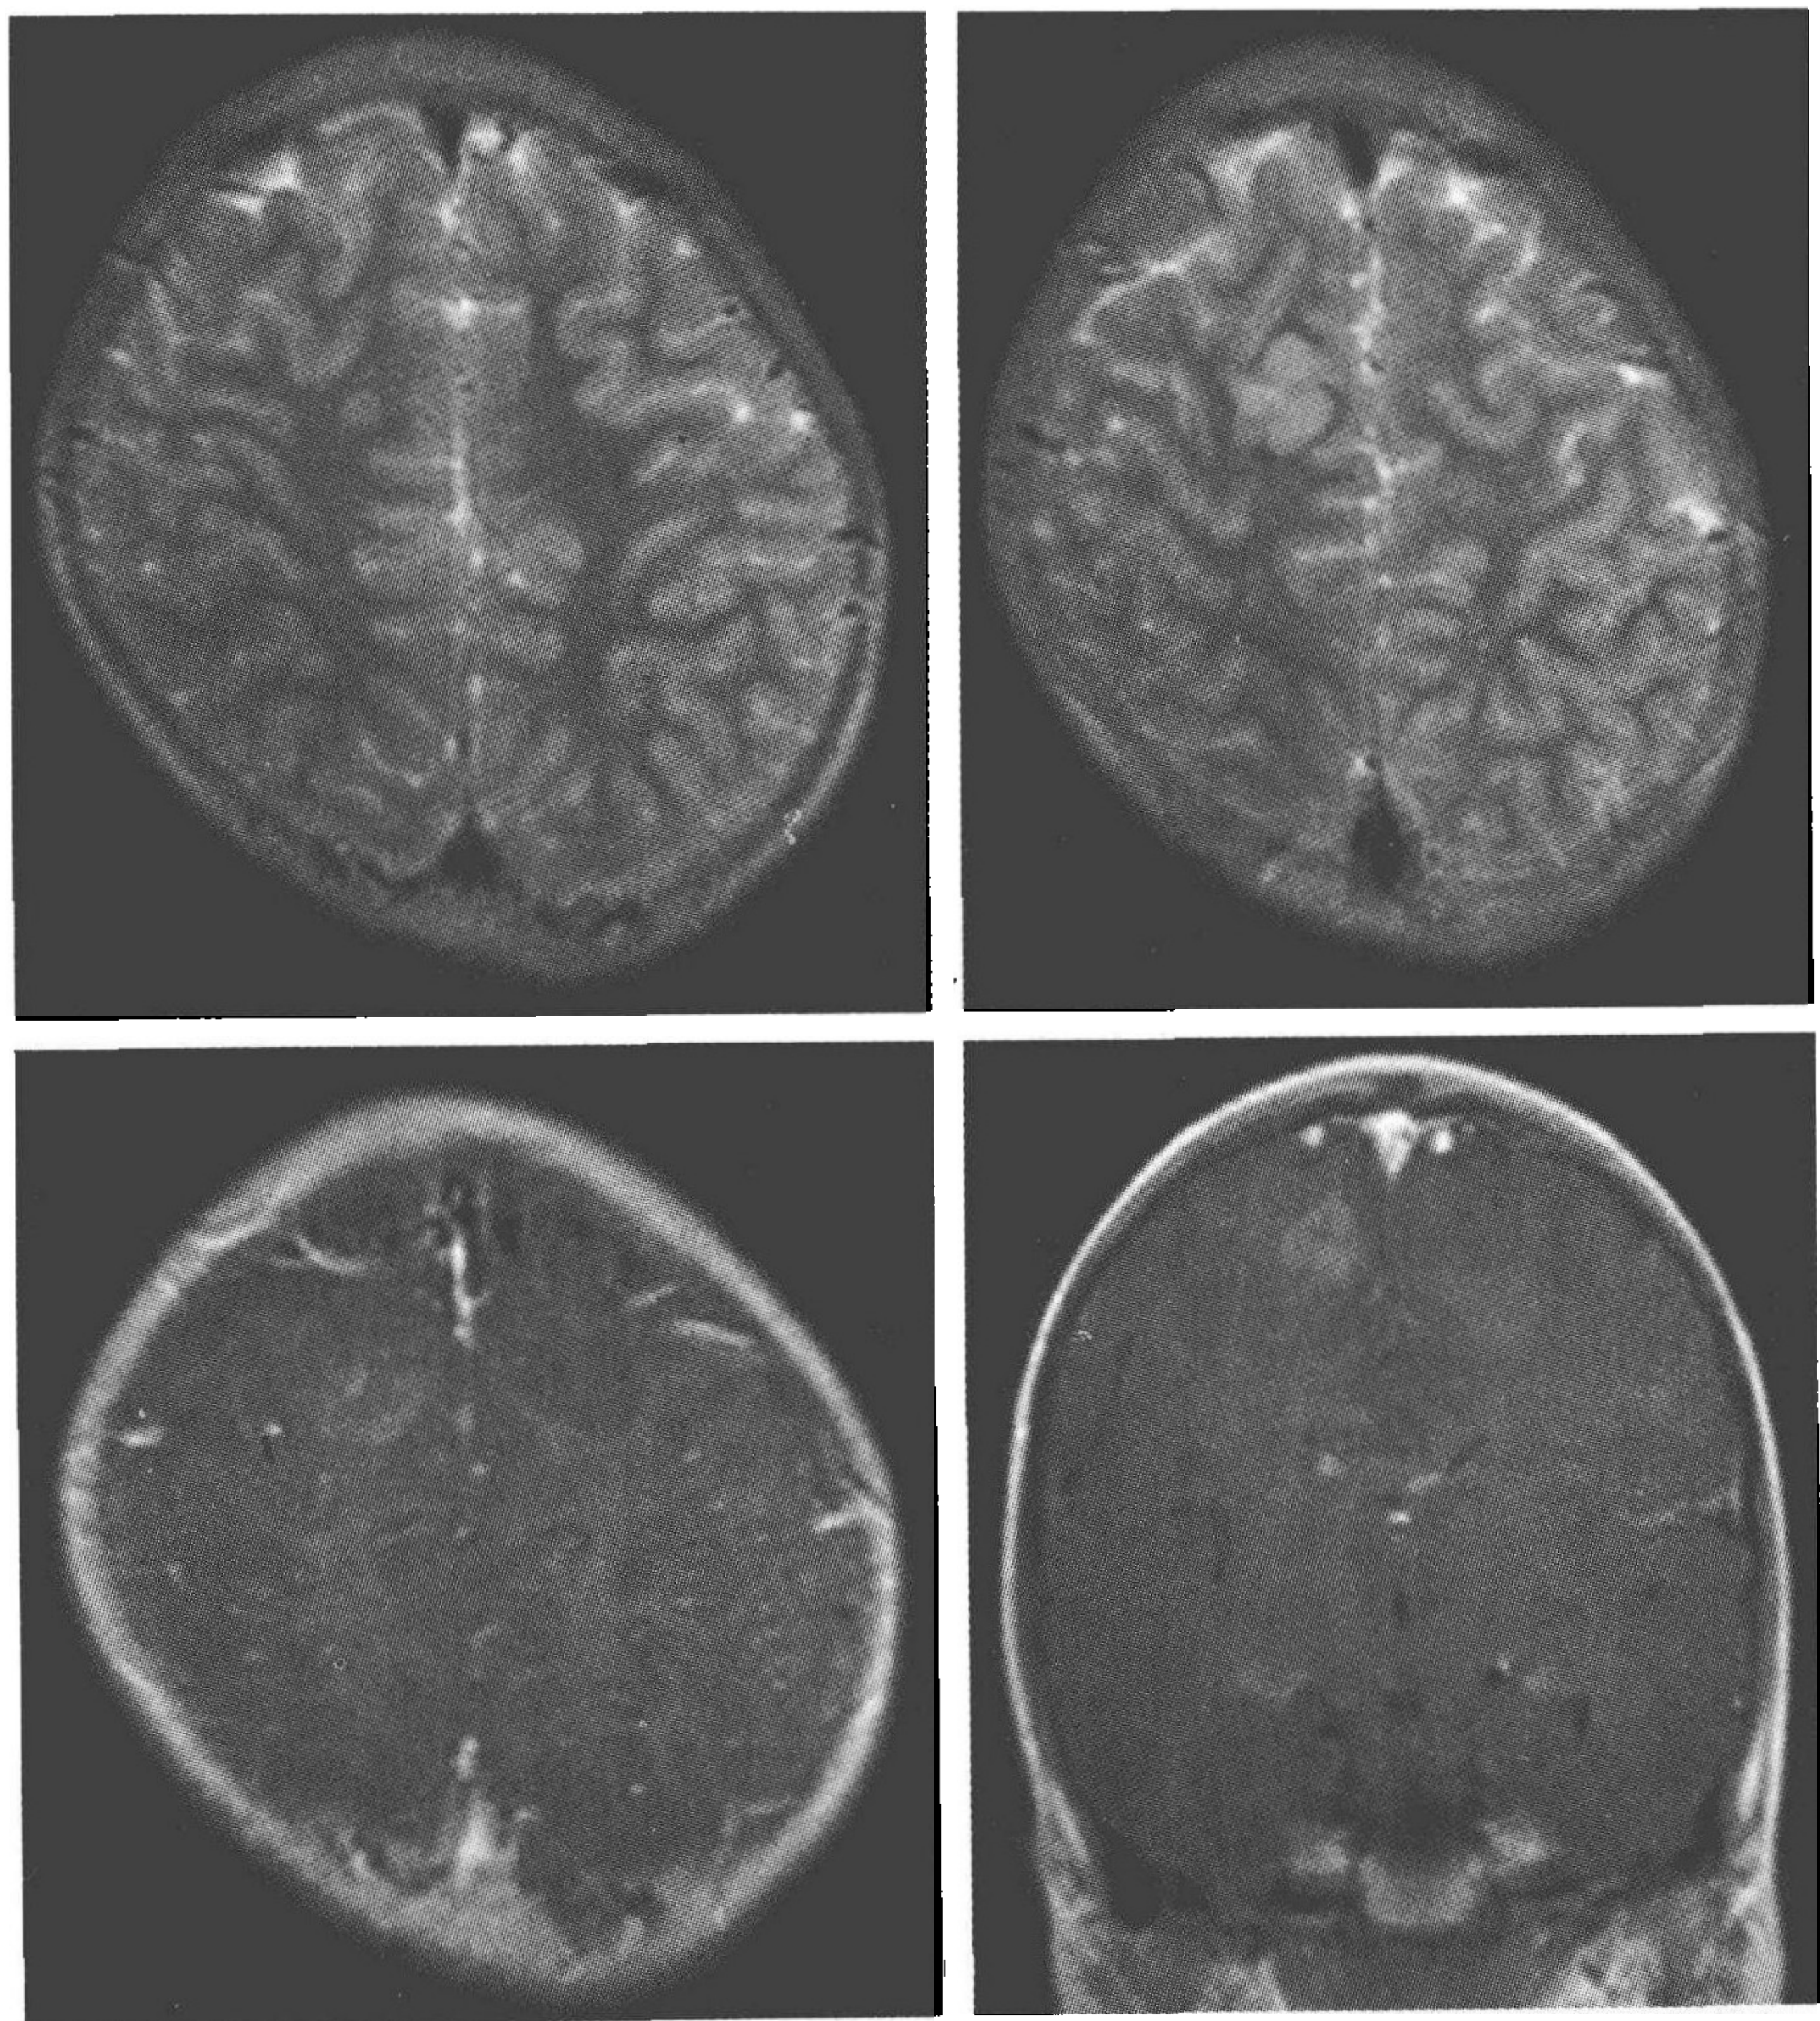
头部 MRI 示右额顶叶交界处 1.5cm×2cm 类圆形等 T₁、稍长 T₂ 信号灶, 强化明显
